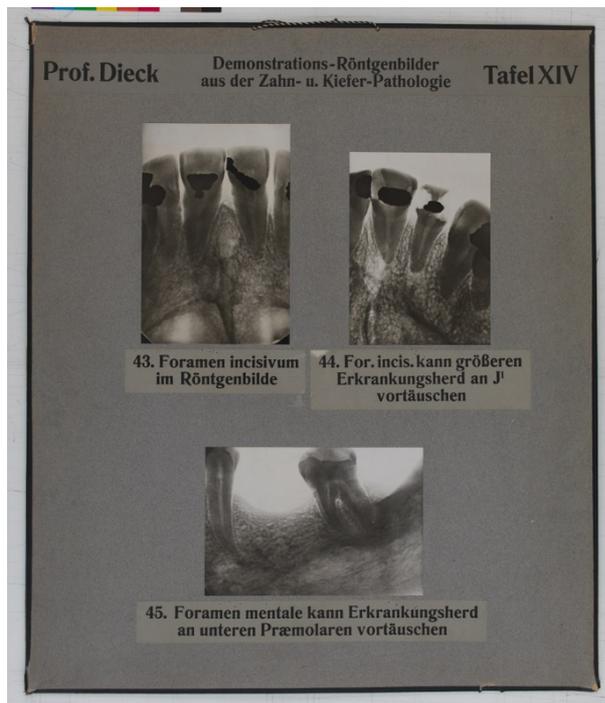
Röntgentafel LT 69¹
